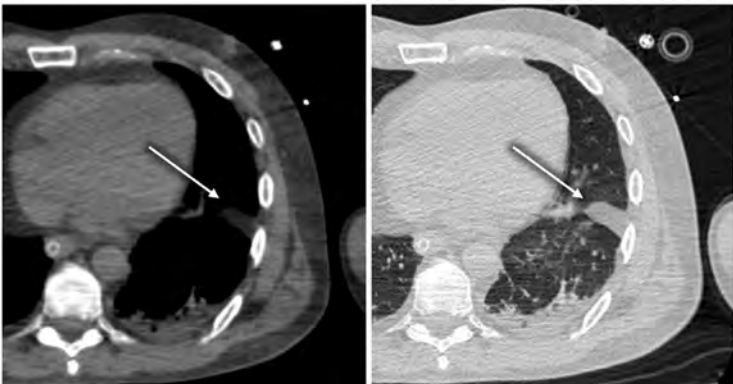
КТ органов груди в аксиальной плоскости (слева — мягкотканное окно, справа — легочное окно). Пролабирование экстраплевральной клетчатки в междолевую щель (стрелки).
